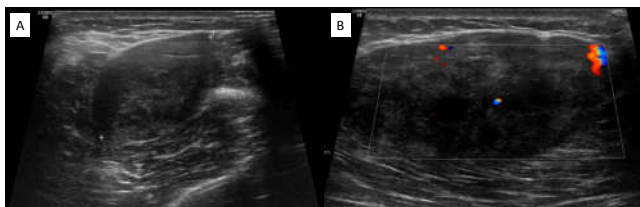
A. Ecografía (A) y Ecografía-Doppler (B) que muestran las características de la lesión descritas en el texto.
